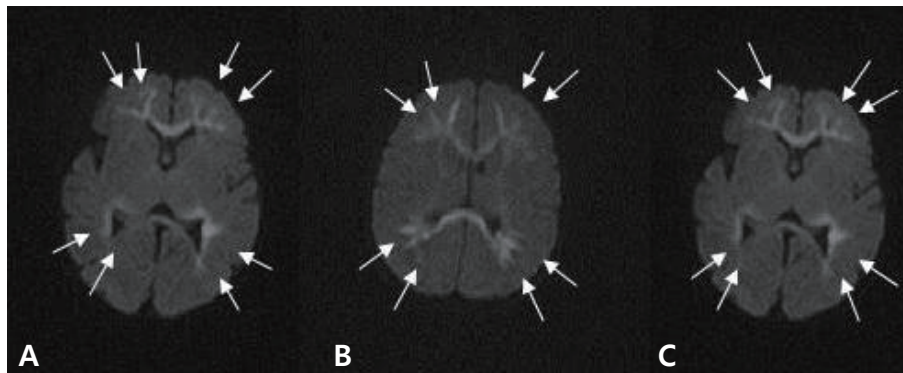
Diffusion-weighted brain magnetic resonance imagings of the three patients after seizure onset (A, patient 1; B, patient 2; C, patient 3) show diffuse high signal intensities (arrows) with diffusion restriction in both periventricular white matter of lateral ventricles.
